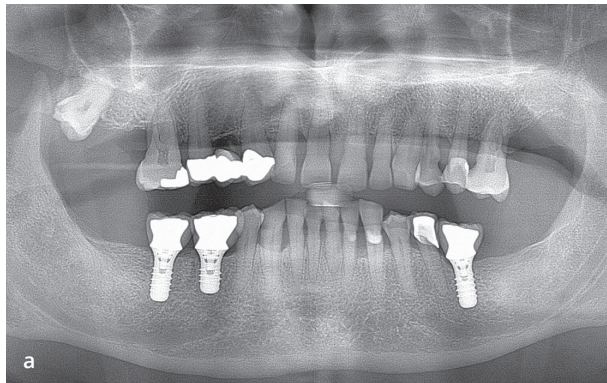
с (а) Рентгенограма пацієнта після встановлення імплантів. (b і с) Клінічне та рентгенологічне зображення здорових періімплантатних тканин через 6 років після фіксації коронок з опорою на імпланти. Зверніть увагу на відсутність кровоточивості при зондуванні, кишень і втрати кісткової тканини.
